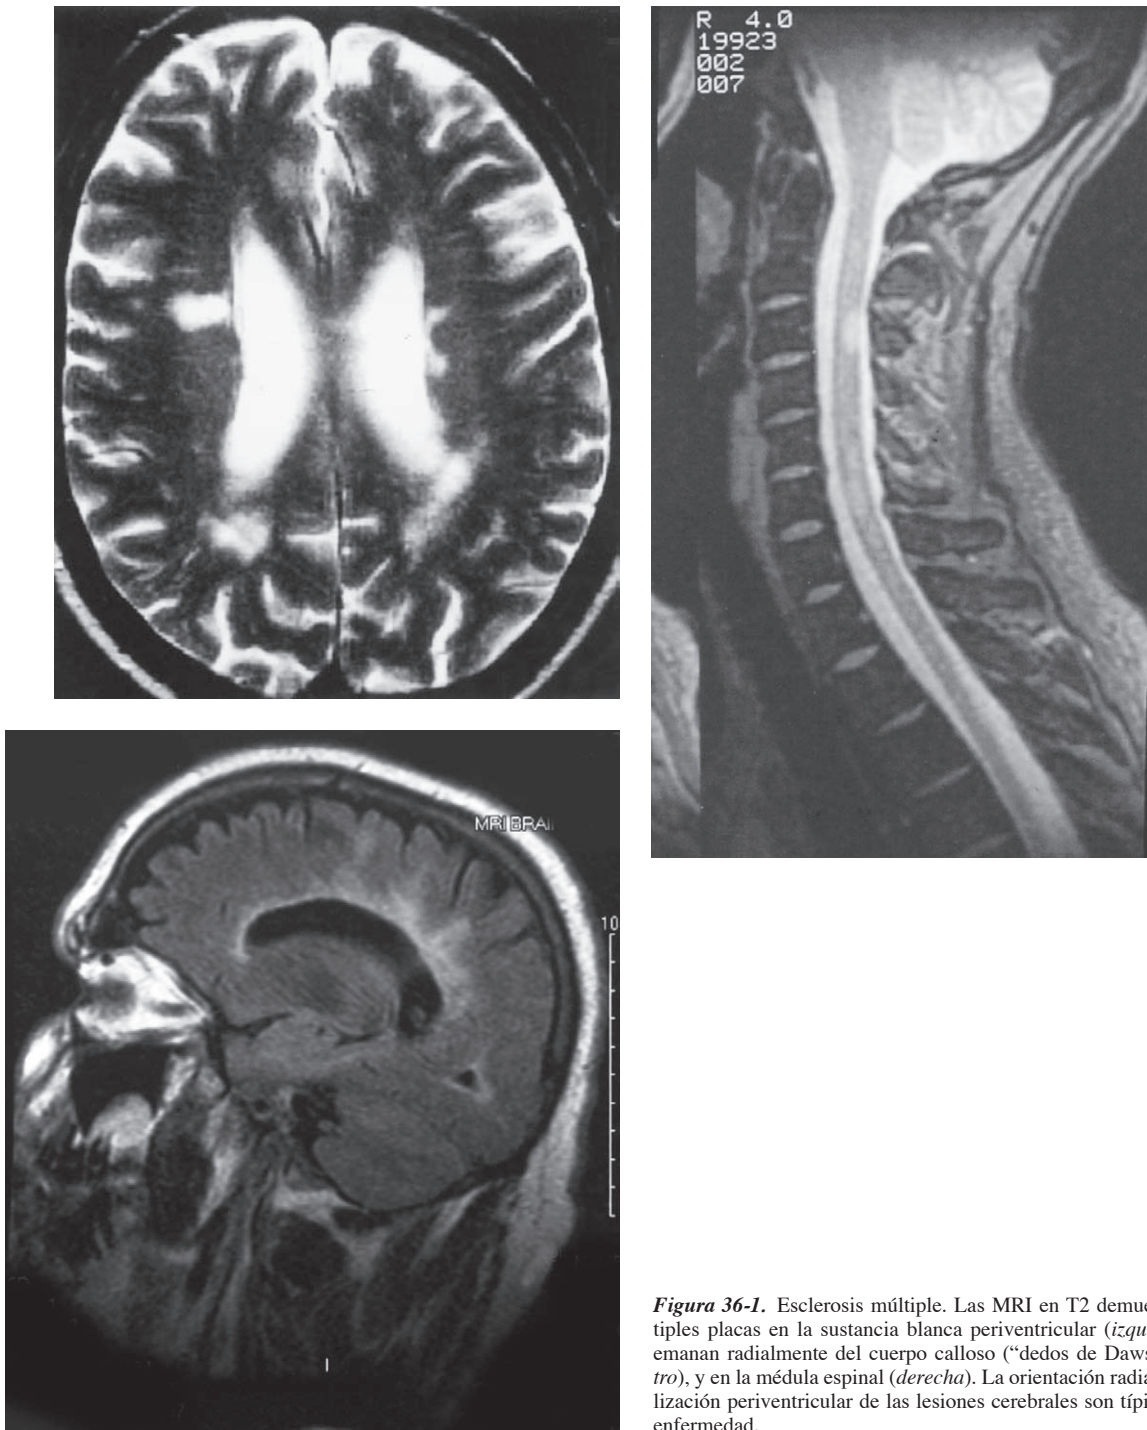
Esclerosis múltiple. Las MRI en T2 demuestran múltiples placas en la sustancia blanca periventricular (*izquierda*), que emanan radialmente del cuerpo calloso (“dedos de Dawson”) (*centro*), y en la médula espinal (*derecha*). La orientación radial y la localización periventricular de las lesiones cerebrales son típicas de esta enfermedad.
